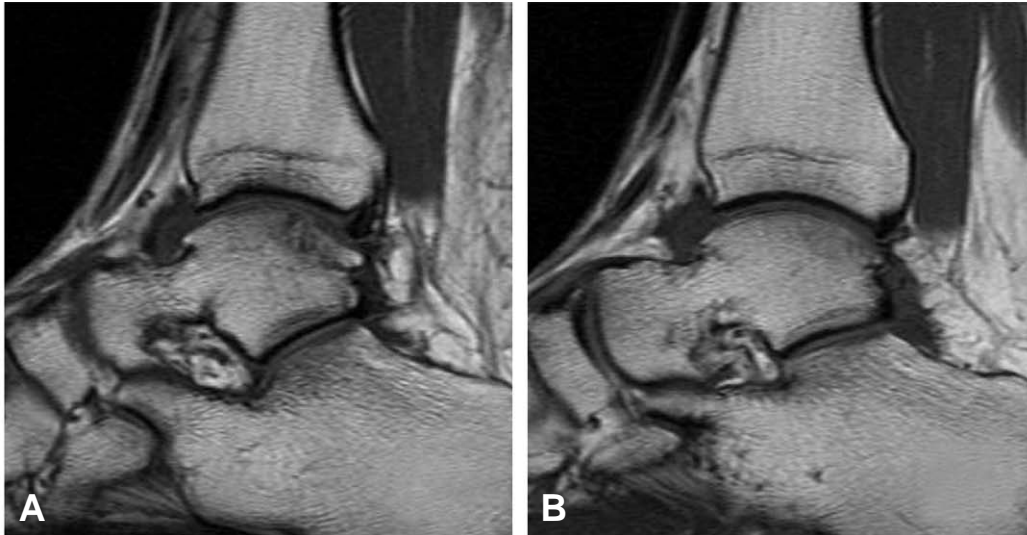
A 20 years-old male underwent arthroscopic microfracture procedure. (A) Preoperative sagittal magnetic resonance imaging (MRI) shows decreased signal that is consistent with separation of articular cartilage. (B) Post-operative 40 months, follow-up MRI shows nearly normal density healing with cartilage tissue on the previously operated lesion.
